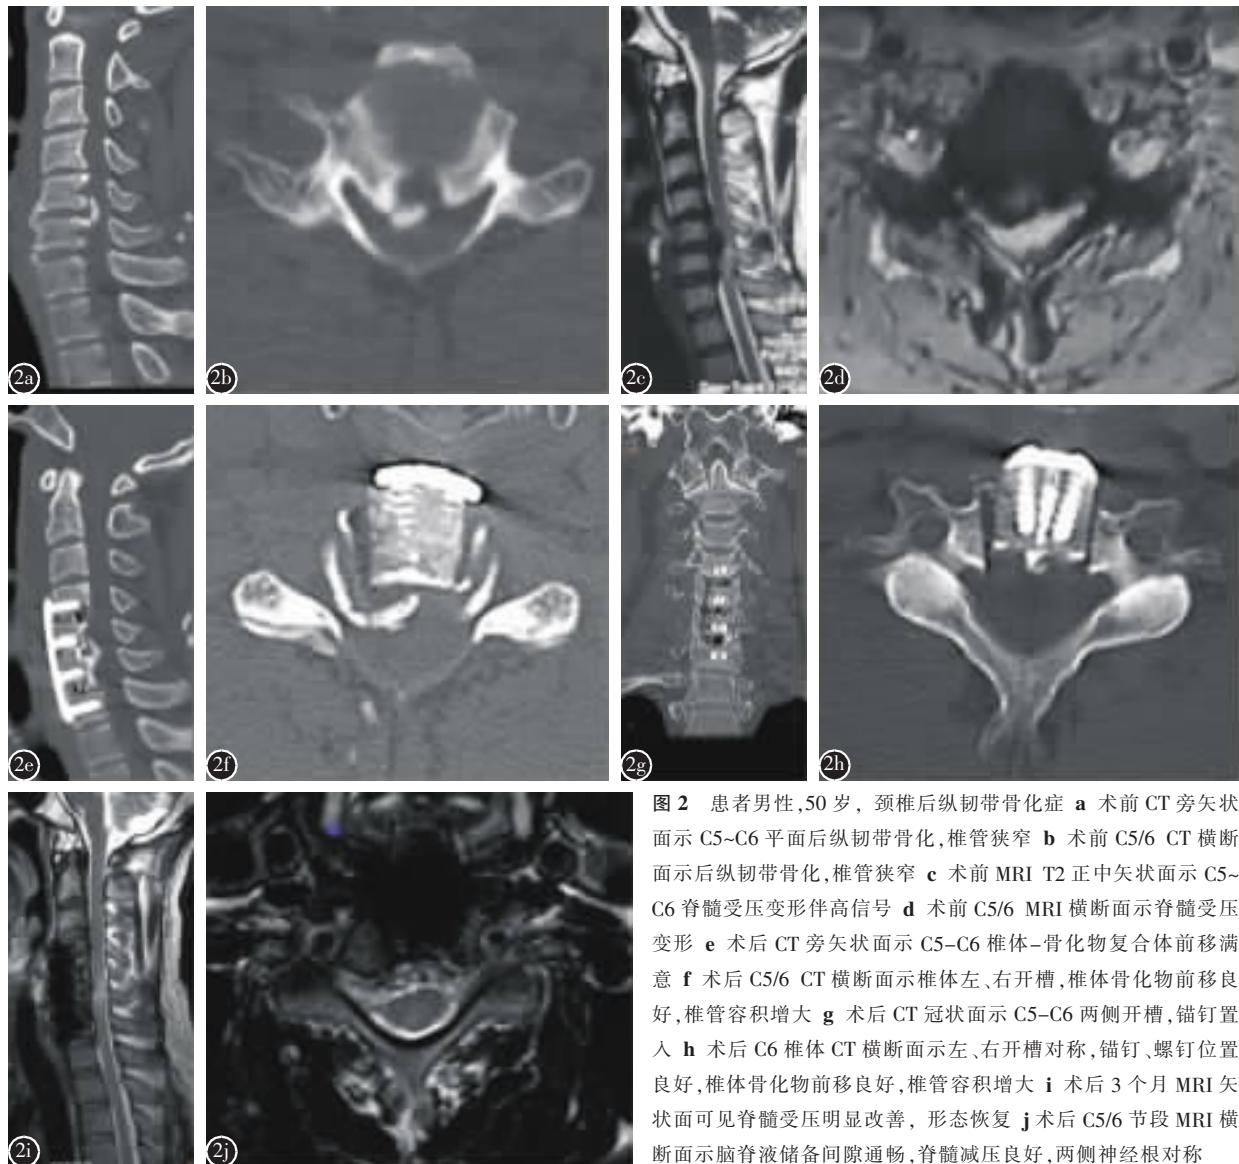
患者男性,50岁,颈椎后纵韧带骨化症 a 术前 CT 旁矢状面示 C5~C6 平面后纵韧带骨化,椎管狭窄 b 术前 C5/6 CT 横断面示后纵韧带骨化,椎管狭窄 c 术前 MRI T2 正矢状面示 C5~C6 脊髓受压变形伴高信号 d 术前 C5/6 MRI 横断面示脊髓受压变形 e 术后 CT 旁矢状面示 C5~C6 椎体-骨化物复合体前移满意 f 术后 C5/6 CT 横断面示椎体左、右开槽,椎体骨化物前移良好,椎管容积增大 g 术后 CT 冠状面示 C5~C6 两侧开槽,锚钉置入 h 术后 C6 椎体 CT 横断面示左、右开槽对称,锚钉、螺钉位置良好,椎体骨化物前移良好,椎管容积增大 i 术后 3 个月 MRI 矢状面可见脊髓受压明显改善,形态恢复 j 术后 C5/6 节段 MRI 横断面示脑脊液储备间隙通畅,脊髓减压良好,两侧神经根对称
